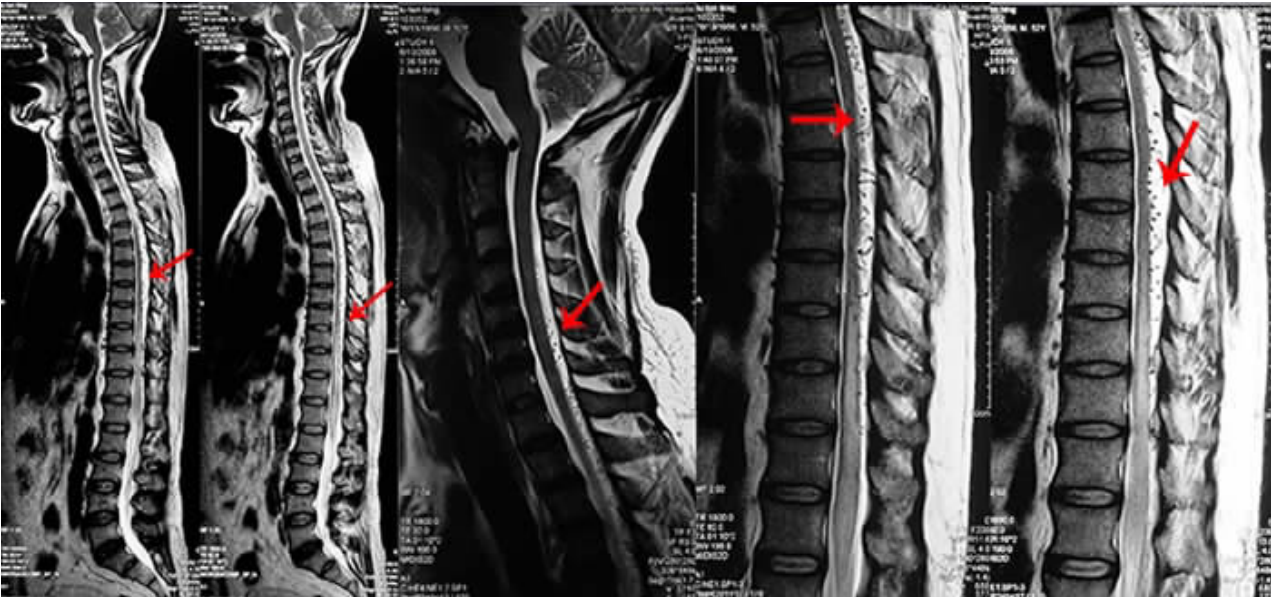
SDAVF 脊髓 MRI T₁像矢状位,↑ 示脊髓背侧管状、虫蚀样流空影
